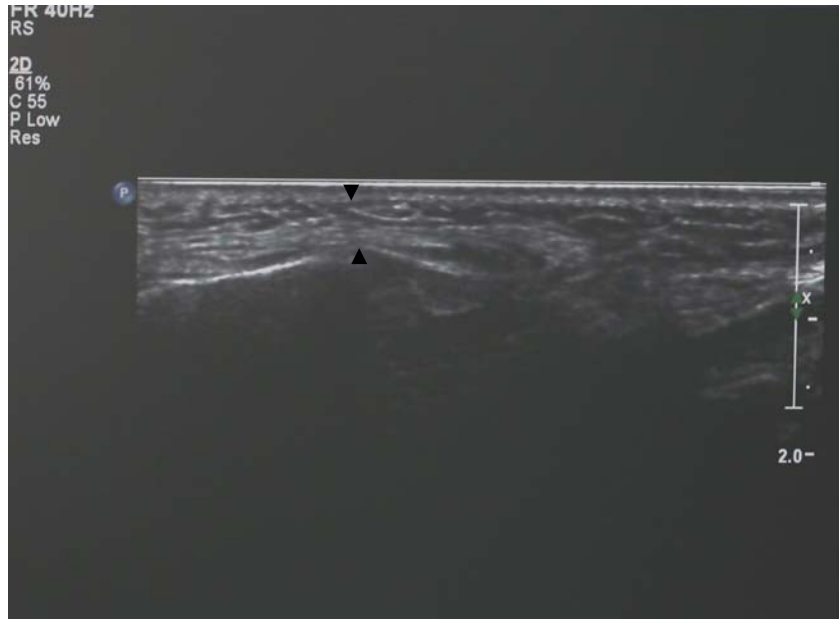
Mentalis kasının istirahat (a) ve maksimum diş sıkma (b) halindeki ultrasonografik görüntüsü.
